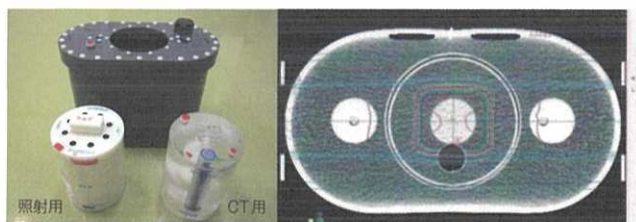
前立腺ファントムの外観（左図）と横断面CT画像（右図）
